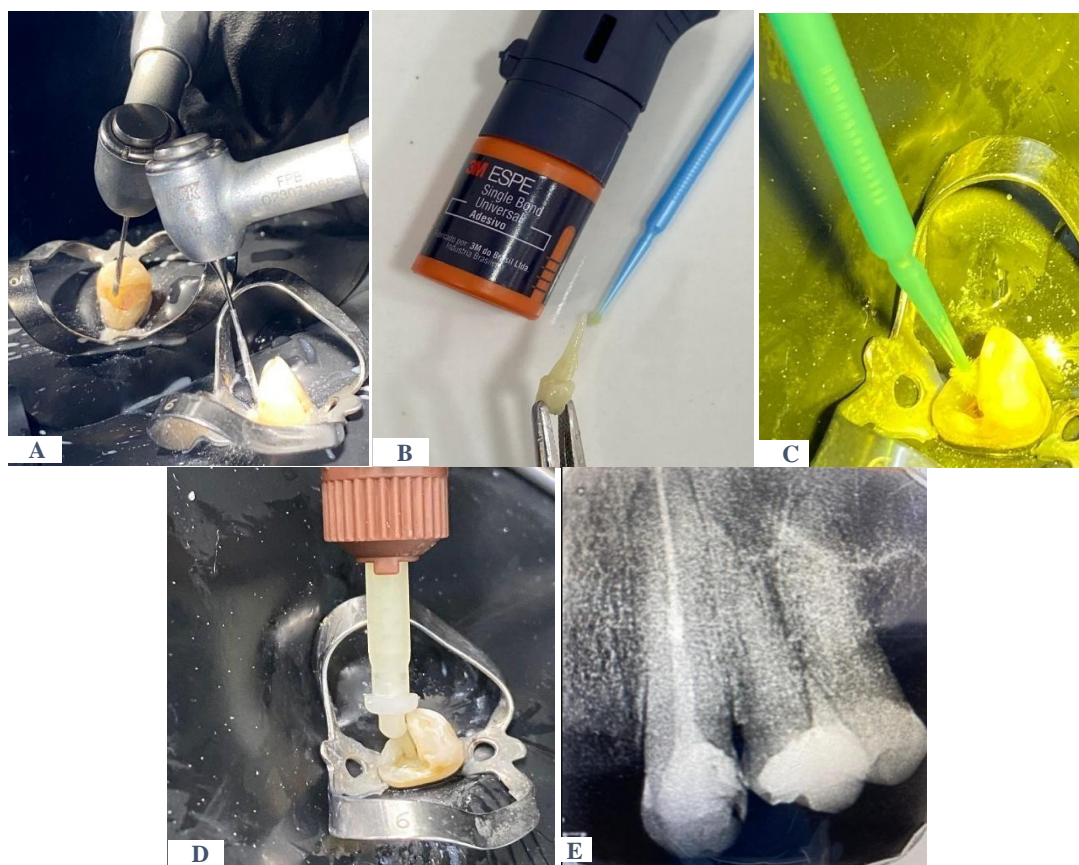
A. Desobturación a longitud de trabajo con limas peso. B. y C. Acondicionamiento de las superficies perno de fibra de vidrio y estructura dental remanente. D. Cementación del perno de fibra de vidrio intraconducto. E. Radiografía de control.
